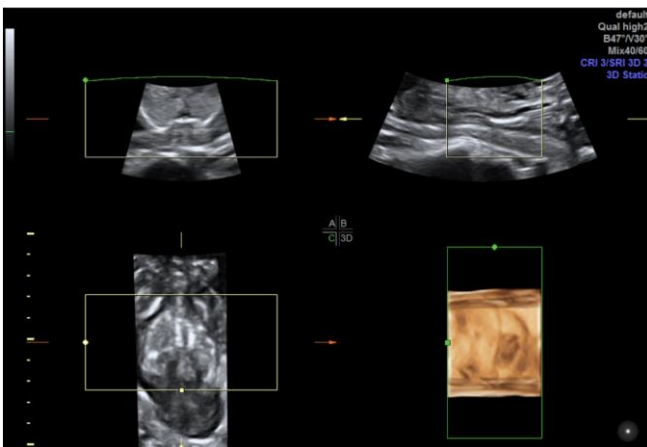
Ecografía 17 semanas: ausencia de columna lumbo-sacra.
